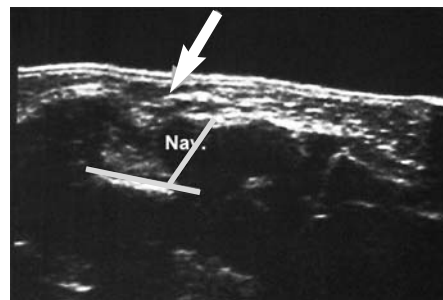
Schwerer angeborener Klumpfuß. Mit neun Monaten klinisch scheinbar günstige Korrektur, aber keine ausreichende Stellungskorrektur im Sonogramm – Innenknöchel und Kahnbein haben sich nicht voneinander gelöst – (a), daher operative Korrektur (b) mit nachfolgender vollständiger Normalisierung (c) und gutem klinischen Ergebnis im dritten Lebensjahr (d).
